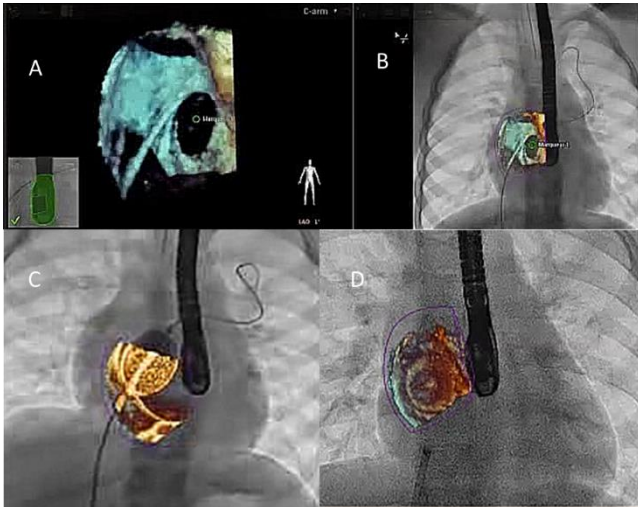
Fermeture de communication inter-atriale guidée par Echonavigator. A vue 3D en face à partir de l'oreillette droite de la communication inter-atriale dans le même plan que la fluoroscopie B. La communication inter-atriale est ovalaire, traversée par un guide. B vue en fluoroscopie du massif cardiaque avec fusion temps-réel de l'image échocardiographique 3D de la communication inter-atriale. C vue en fluoroscopie du massif cardiaque lors de la calibration au ballonnet de la communication inter-atriale avec fusion temps-réel de l'image échocardiographique 3D et vue en fluoroscopie du massif cardiaque avec fusion temps-réel de l'image échocardiographique 3D de la communication inter-atriale après mise en place de la prothèse.
